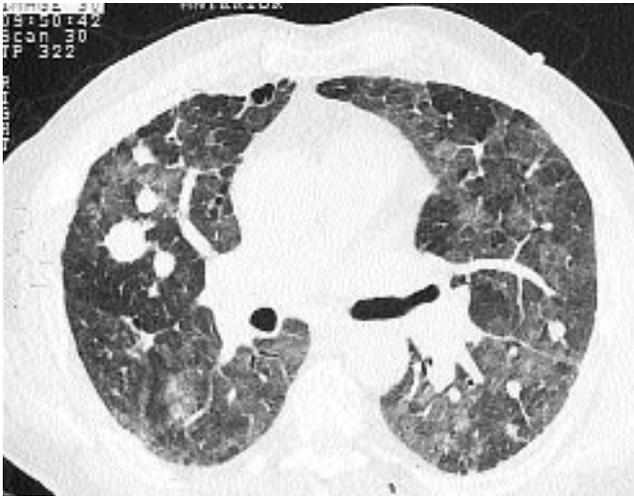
TAC de un paciente con leucemia mieloide aguda tras quimioterapia. Se objetivan nódulos regulares bilaterales de diferentes diámetros, además de zonas de parénquima donde se inicia consolidación pulmonar.
